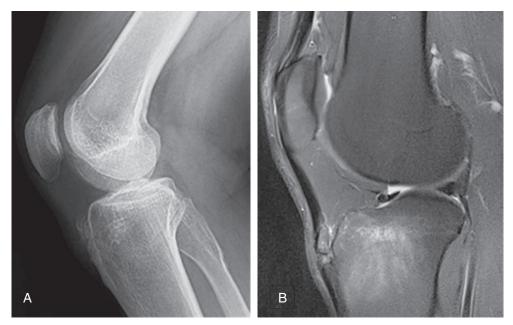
a. Radiographie standard du genou de profil montrant un ossicule osseux intratendineux à la partie distale du tendon patellaire, au niveau de son insertion sur la tubérosité tibiale antérieure (TTA), lié à une maladie d'Osgood-Schlatter. b. L'IRM en T2 fat sat (coupe sagittale) retrouve le fragment osseux ainsi qu'une enthésopathie réactionnelle.
